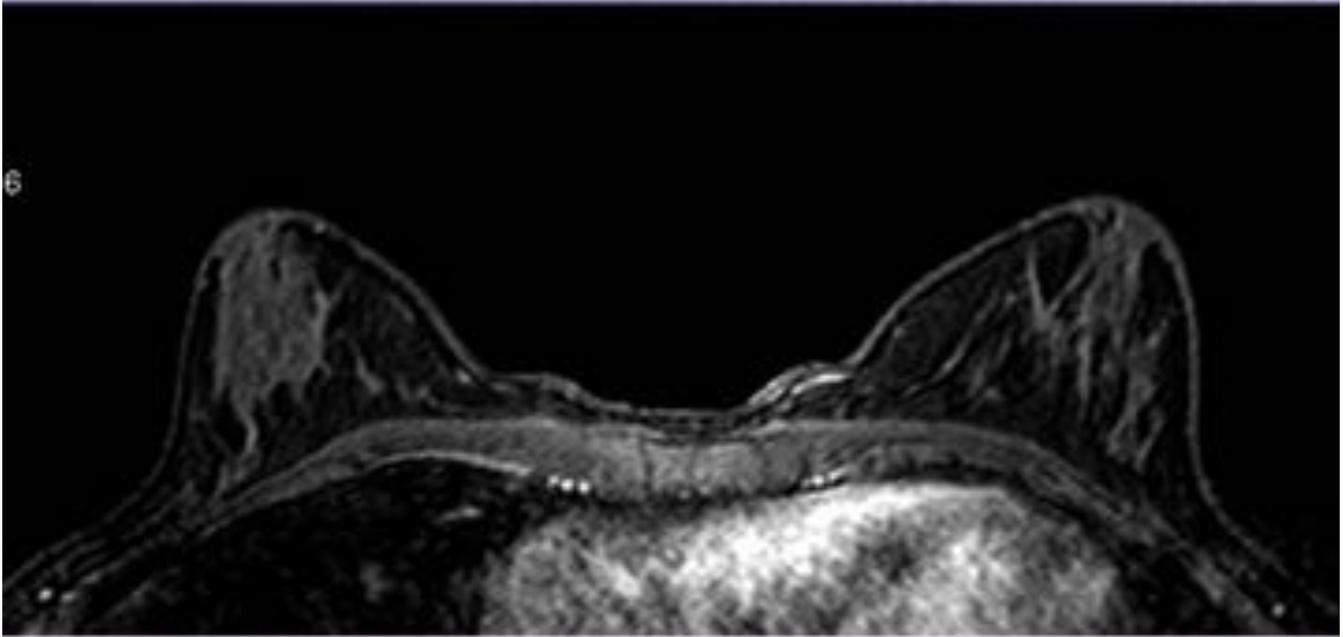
RM DE MAMA. Masa en LIC y cuadrantes inferiores de mama izquierda, de morfología y bordes irregulares, con realce intenso, precoz y muy heterogéneo.
